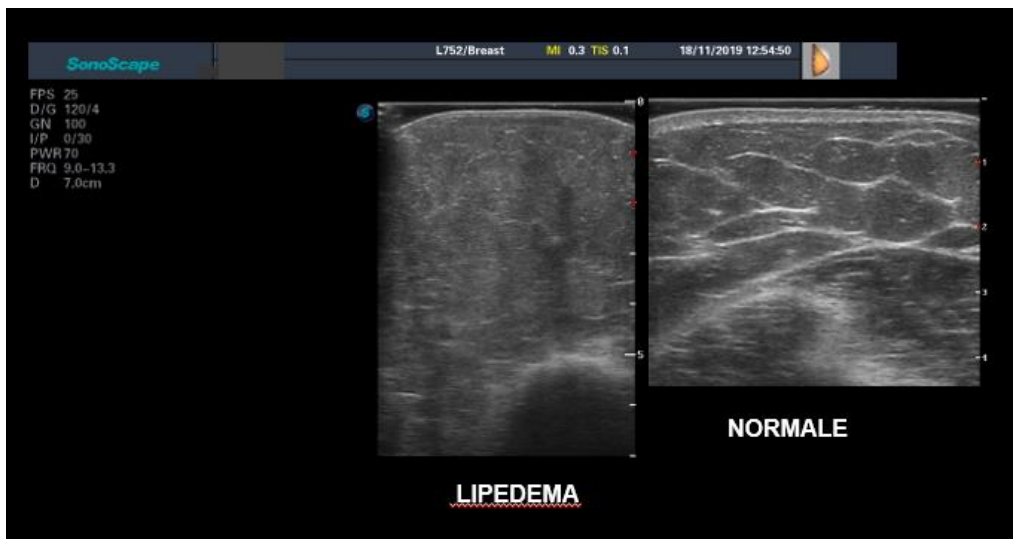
RAPPRESENTAZIONE ECOGRAFICA DI UN LIPEDEMA E DI UN QUADRO NORMALE, NOTARE LA RIDUZIONE SIGNIFICATIVA DEI SETTI
